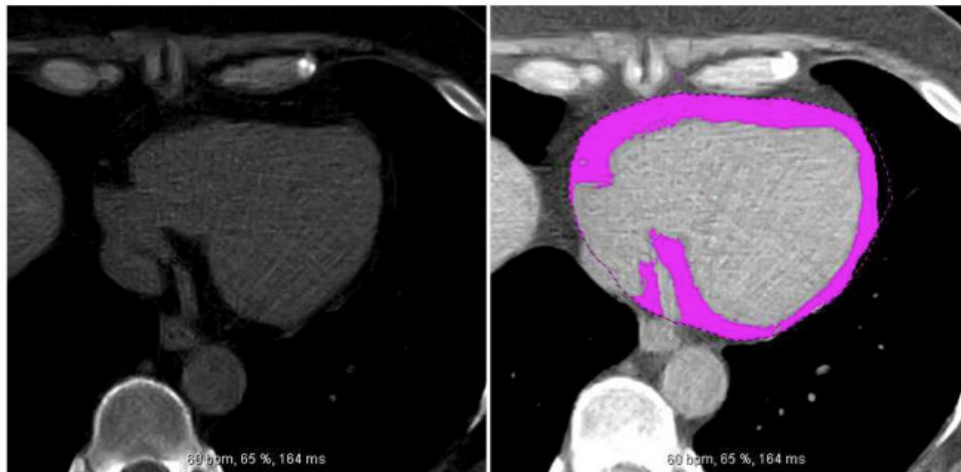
Medida do volume de gordura epicárdica por Tomografia Computadorizada. Na figura são utilizados cortes adquiridos para avaliação de escore de cálcio coronariano (espessura 3 mm). A área de interesse é definida através da delimitação manual do pericárdio e o volume calculado de forma semi-automática por software específico.
